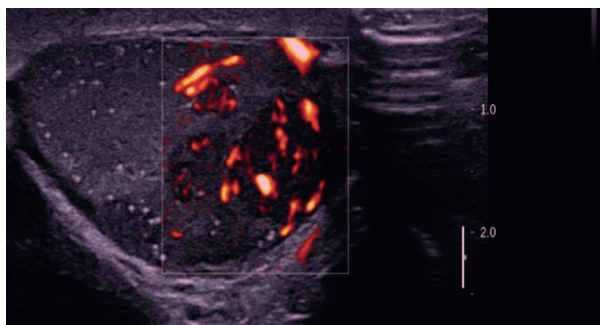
Ⓐ Aspect échographique typique d'une TGNS du testicule.
